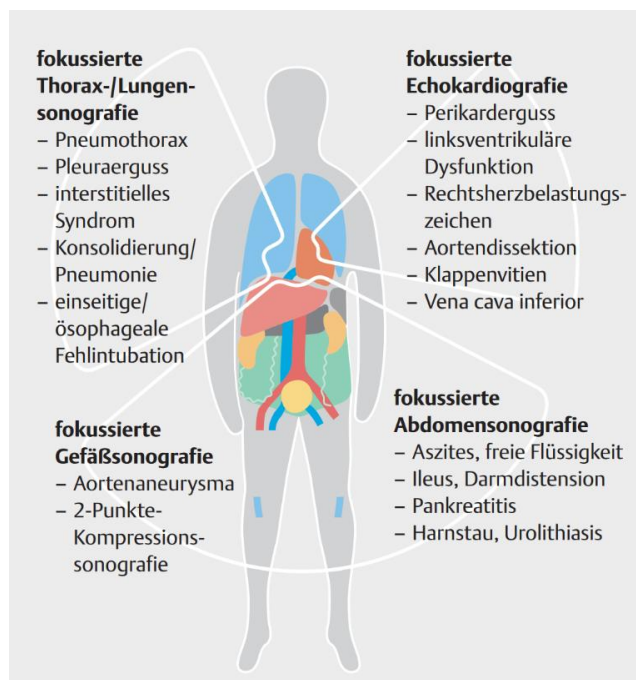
Einsatzgebiete in der Notfall-Sonografie
